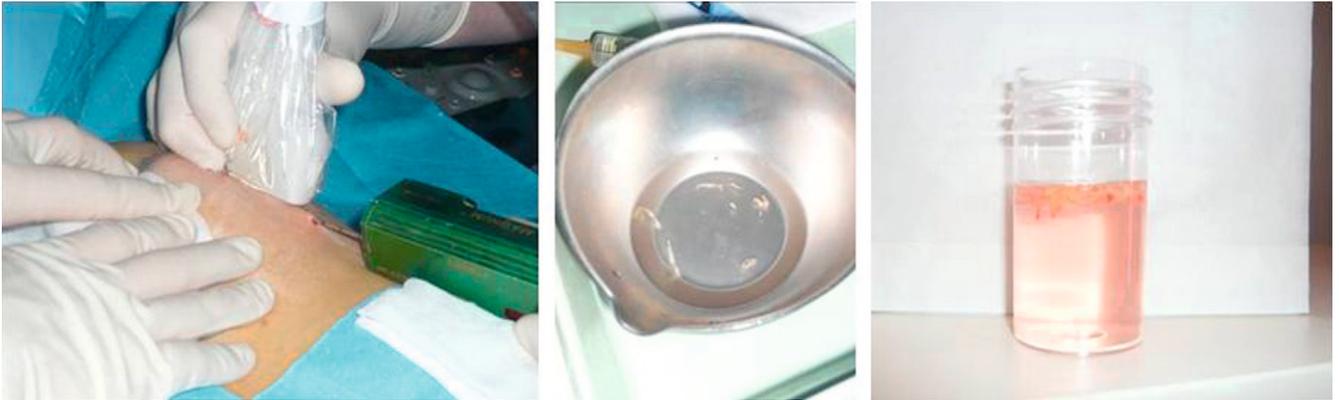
De gauche à droite : prélèvements sous contrôle échographique, visualisation des prélèvements dans le sérum physiologique, conditionnement des prélèvements.
